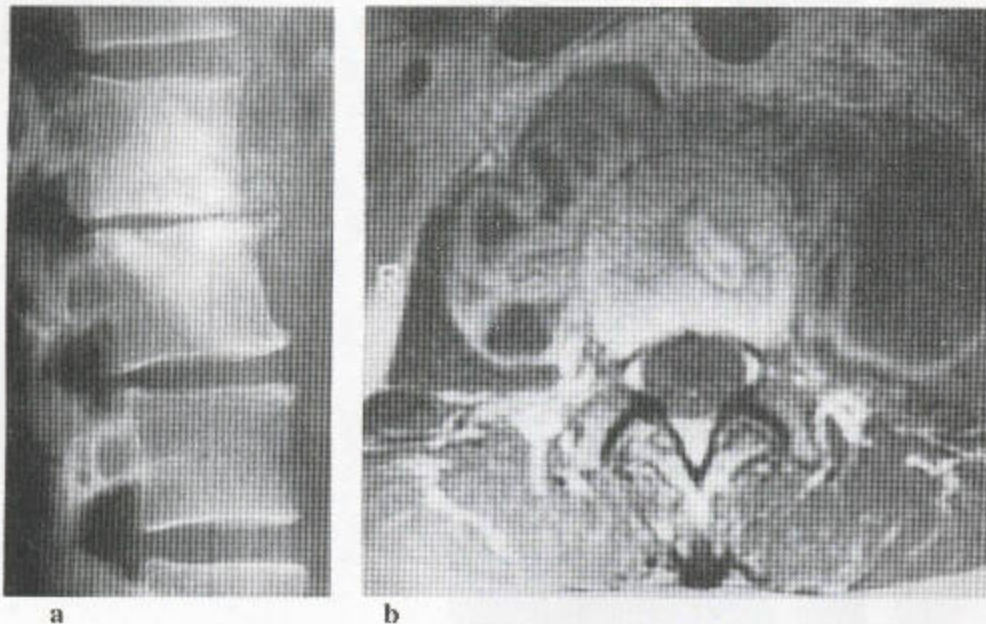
结核性脊椎炎 (a) X 线平片示椎体椎间盘破坏，在受累节段的前面可见软组织块。(b) 注射造影剂后的轴位 T_1 加权图示脊椎中心破坏，伴两侧腰大肌内的一些巨大脓肿。左侧有一个壁相对光滑的腔，而右侧则有一个厚壁的多囊的腔。
